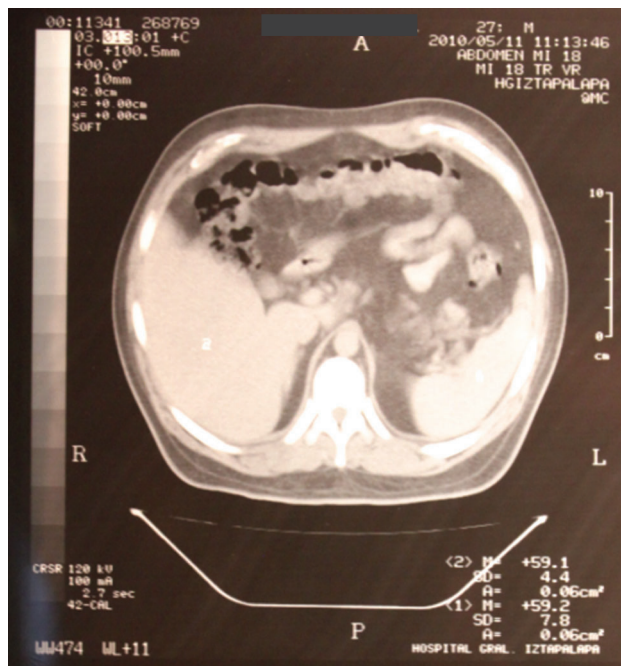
Tomografía computada de abdomen que demuestra hepatoesplenomegalia sin adenomegalia.
